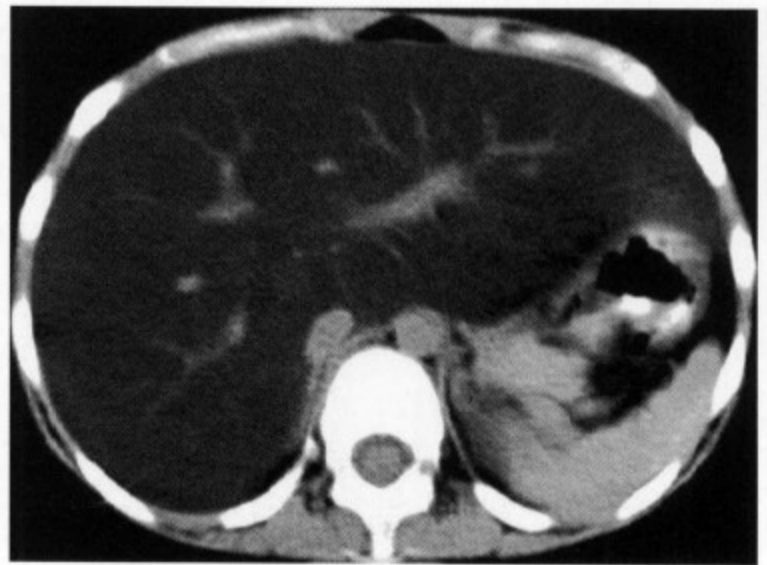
32 岁，男性，1 型糖尿病 CT 平扫显示肝增大，以左叶增大明显，肝实质密度普遍减低，CT 值仅 10~25Hu，肝内门静脉血管二三级分支显示清楚
